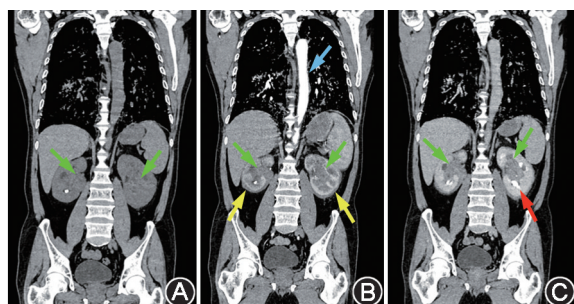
伴双侧肾脏集合系统肿物的 Erdheim-Chester 病(ECD)患者(男, 52 岁)胸腹部 CT 图 A. 平扫 CT 示双侧肾脏集合系统肿物(左侧 47 mm × 31 mm; 右侧 41 mm × 33 mm), CT 值 36 HU(绿箭头示); B. 增强 CT 动脉期示双侧肾脏集合系统肿物(CT 值 54 HU, 绿箭头示), 肾周脂肪(“毛肾”, 黄箭头示)及血管受累(蓝箭头示)不明显; C. 增强 CT 排泄期示双侧肾脏集合系统肿物(CT 值 56 HU, 绿箭头示), 红箭头示肾脏集合系统尿液分布
